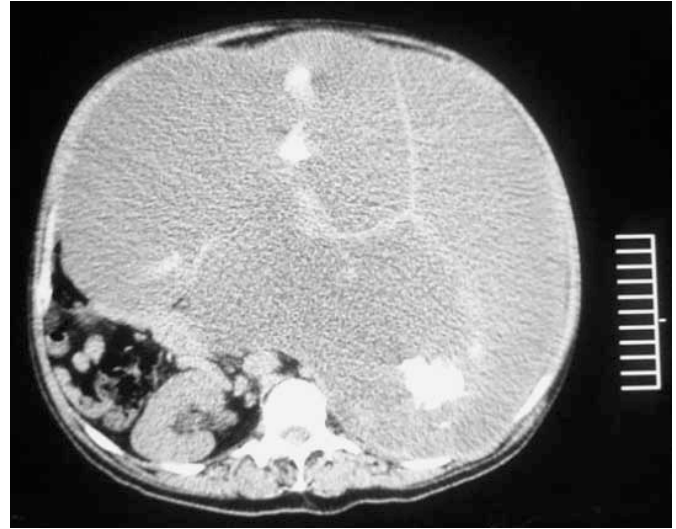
Tomografía axial computada.
